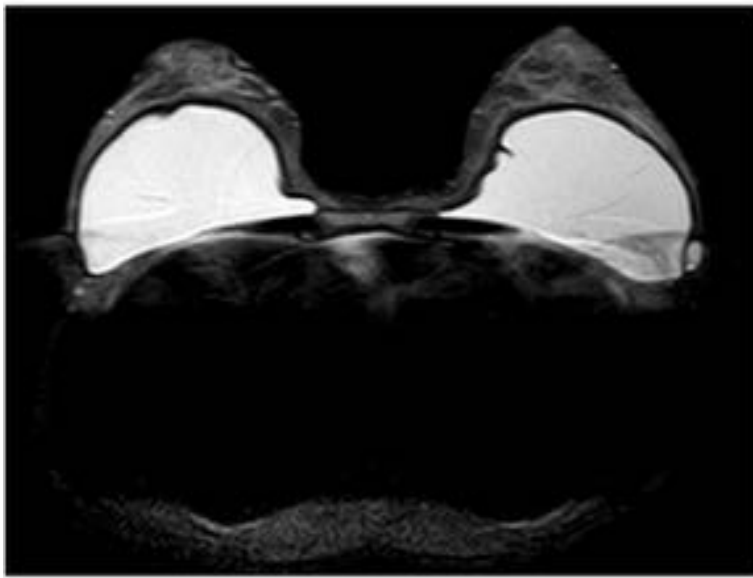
Imágenes por RM con secuencias STIR-FLAIR axial y sagital (arriba) y con supresión de silicona axial y sagital (abajo) que muestran un pequeño acúmulo de silicona extracapsular junto al margen lateral del implante izquierdo, así como adenopatías con la misma señal que la silicona en ambas secuencias. Por lo demás no se aprecian signos de rotura protésica, y los implantes estaban de hecho íntegros. La paciente tenía historia de rotura protésica extracapsular previa con cirugía de sustitución.
